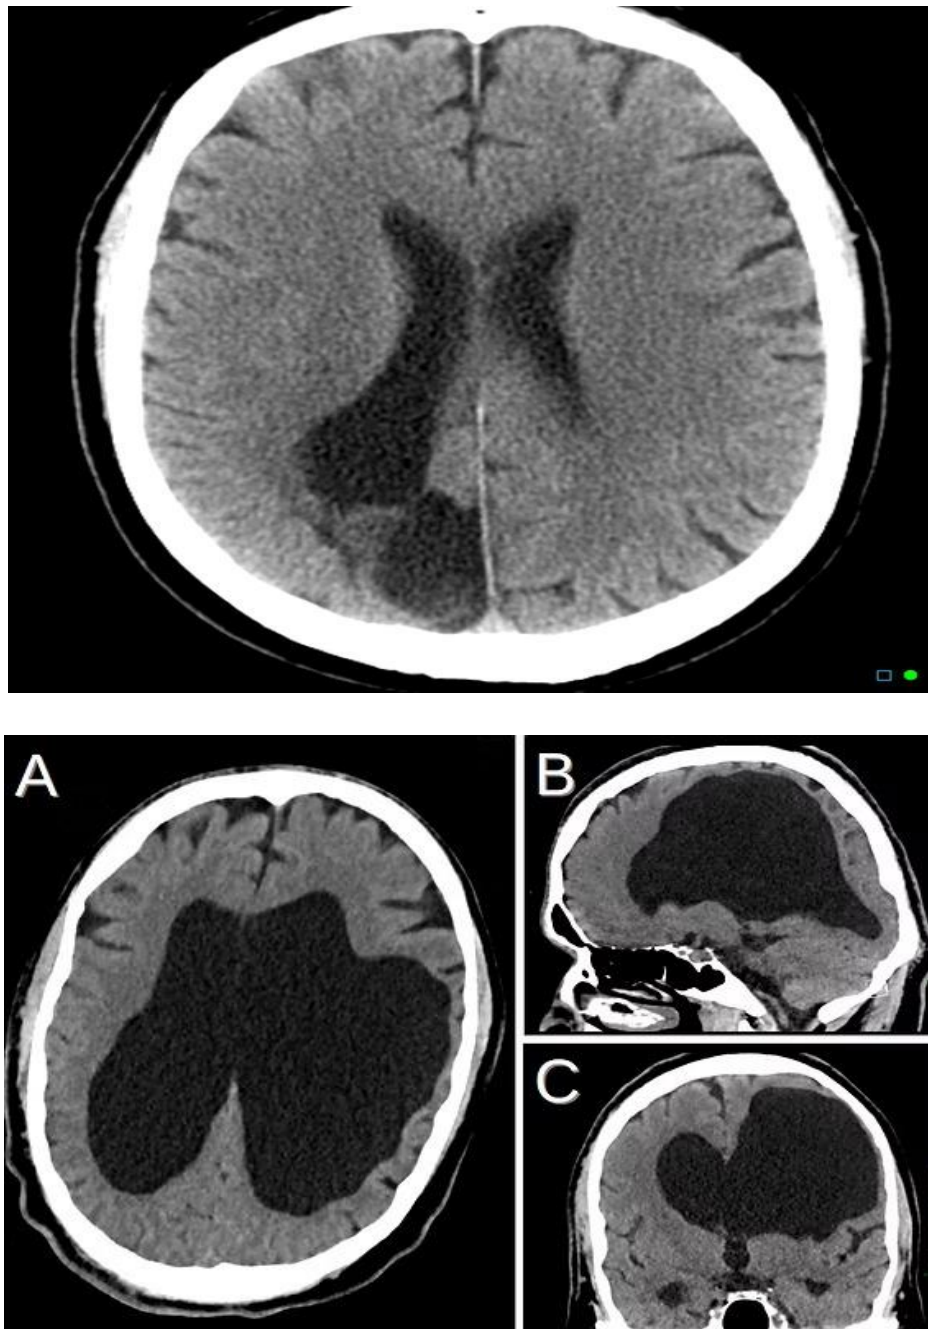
TDM cérébrale montrant une cavité porencéphalique chez un enfant atteint d'infirmiété motrice cérébrale.
